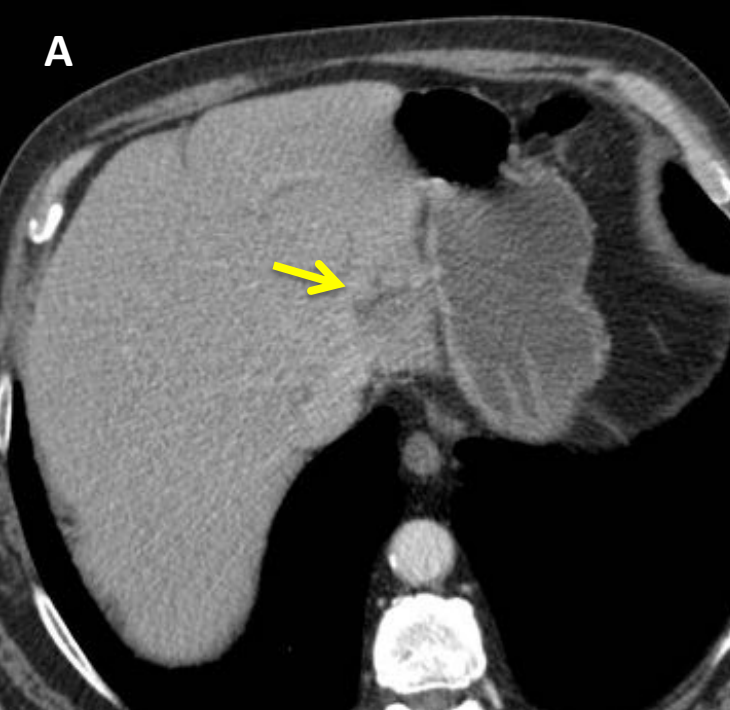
Control evolutivo por TC en varón de 70 años en que se realiza TC por estadificación de Ca de colon. TC de Mayo de 2012 (imágenes A y B) con ligera dilatación de los radicales biliares en segmento II (flechas amarillas). TC comparativa de Marzo de 2015 en proyecciones axial y coronal (imágenes C y D, respectivamente), que muestran dilatación progresiva de la vía biliar intrahepática y calcificaciones periféricas de nueva aparición (flechas amarillas y naranjas en C y D)
